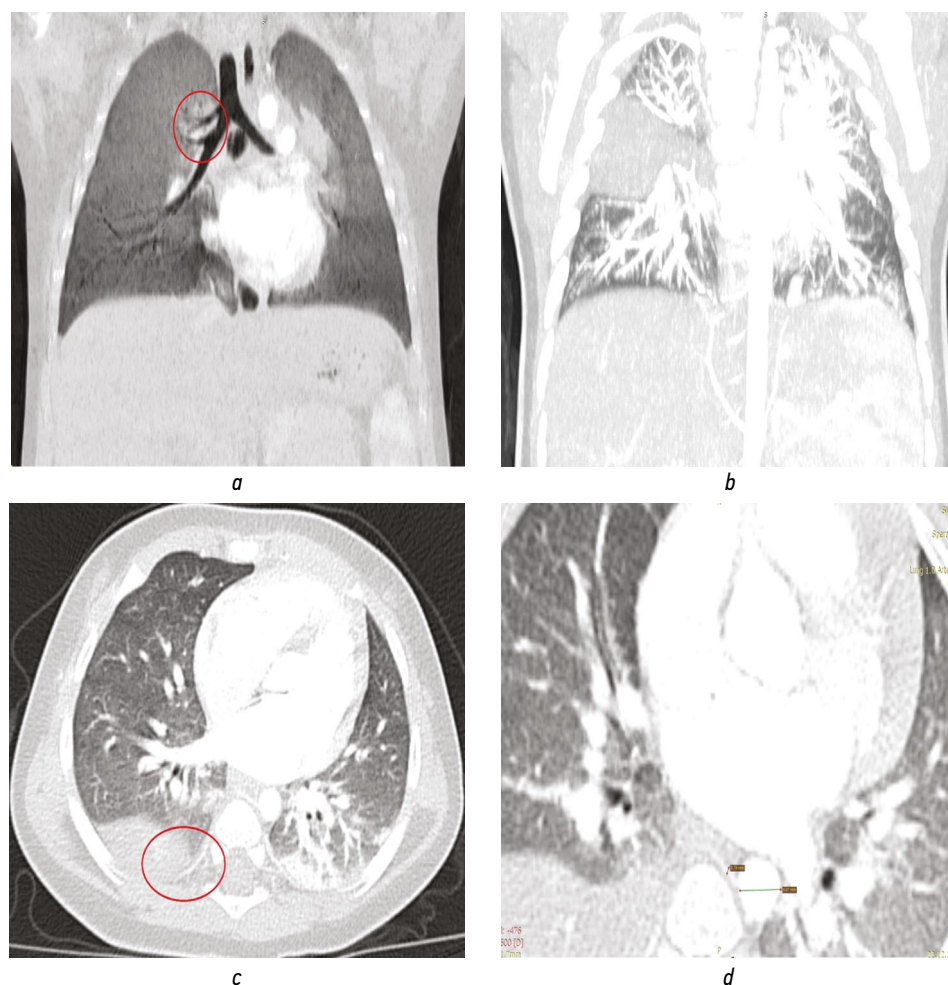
Компьютерная томограмма органов грудной клетки с контрастированием: *a* — трахеальный бронх справа; *b* — участок с отсутствием легочного рисунка справа (характерный признак секвестрации легкого); *c, d* — питающий сосуд, отходящий от аорты к секвестру
